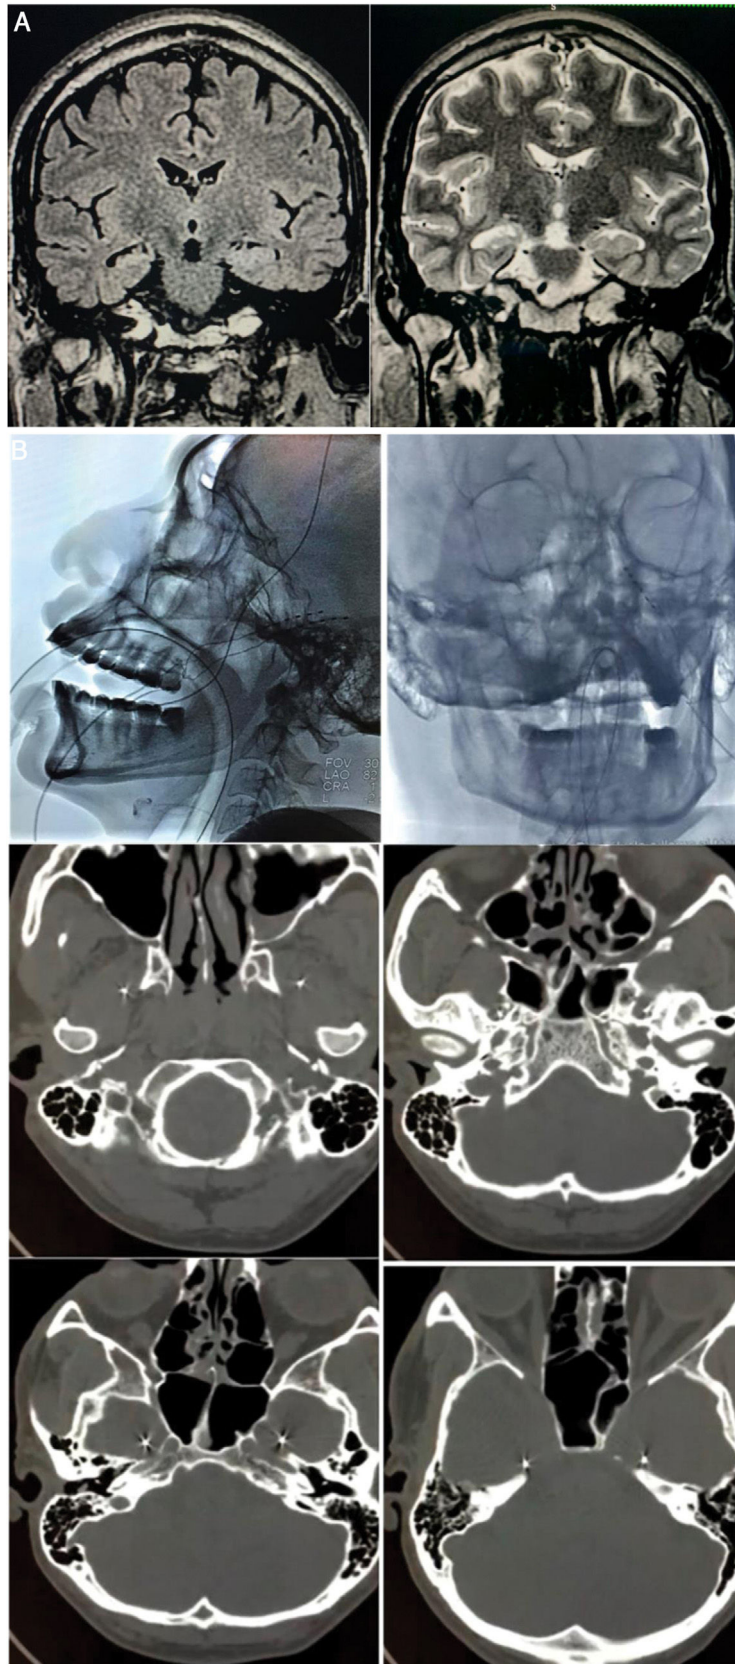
A) Resonancia magnética cerebral de 1.5 T preoperatoria: a) Vista coronal T2-FLAIR con hiperintensidad en el hipocampo derecho; b) Vista coronal T2 con disminución de volumen y alteración de la arquitectura del hipocampo derecho. B) Implantación de electrodos de foramen oval (EFO): a) Proyección antero-posterior de guía fluoroscópica EFO izquierdo; b) Radiografía lateral electrodos implantados; c) Posición extracraneal infratemporal; d) Paso por el foramen oval; e y f) Localización intracraneal en aspecto mesial del lóbulo temporal (cisterna ambiens).
